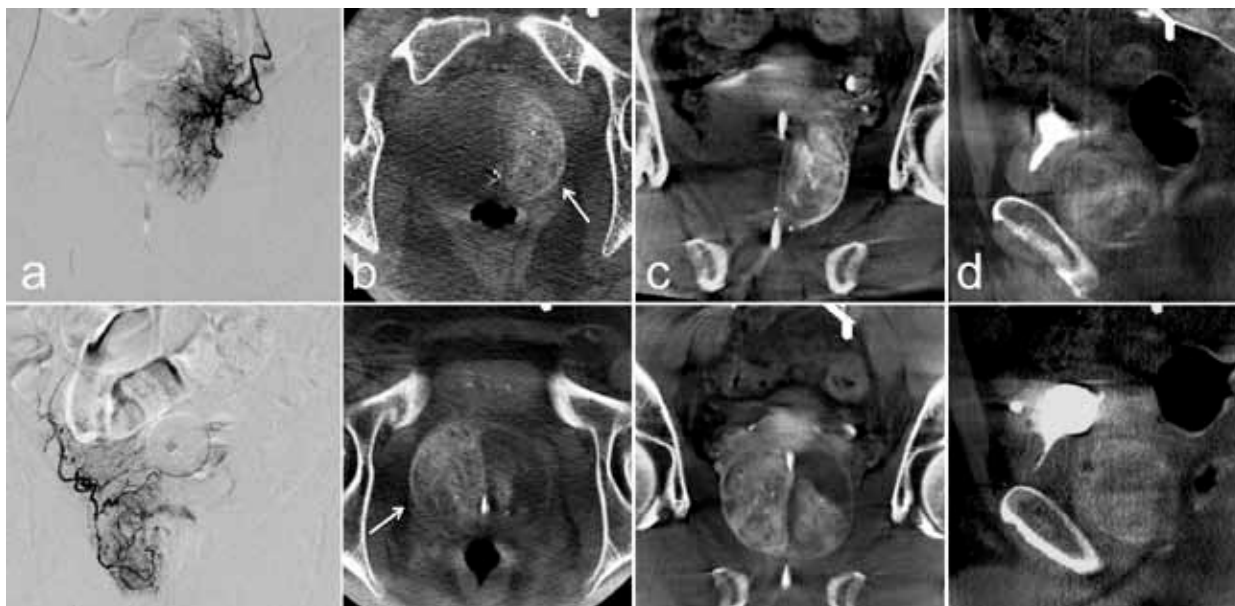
Utilización del programa cone beam CT del angiógrafo digital. Fila superior: imágenes del lado izquierdo. Fila inferior: imágenes del lado derecho. El contraste se inyecta en pequeñas dosis con el catéter posicionado en el tronco vesicoprostático (a) y mediante la rotación simultánea del arco se obtienen imágenes seccionadas tipo tomografía computarizada en varios planos como axial (b), coronal (c), o sagital (d) donde se puede verificar la contrastación de la hemiglándula correspondiente al lado inyectado (flecha).
